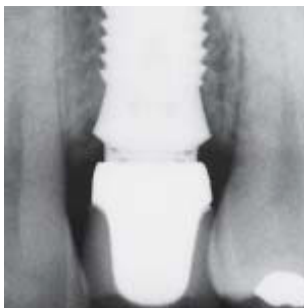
Radiografia depois de 36 meses de acompanhamento. O osso marginal está estável. Uma maior mineralização pode ser observada em comparação às radiografias periapicais anteriores (Fig. 4 e 5).
